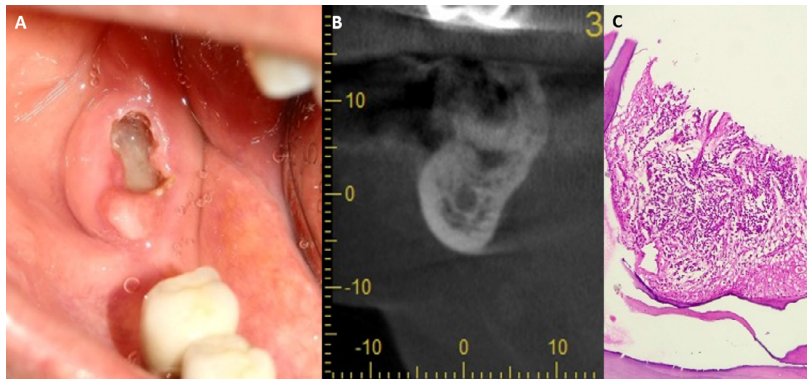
A Secuestro óseo. B Evaluación tomografía del secuestro. C Corte histológico del secuestro a 10X con infiltración de células inflamatorias y hueso necrótico.
